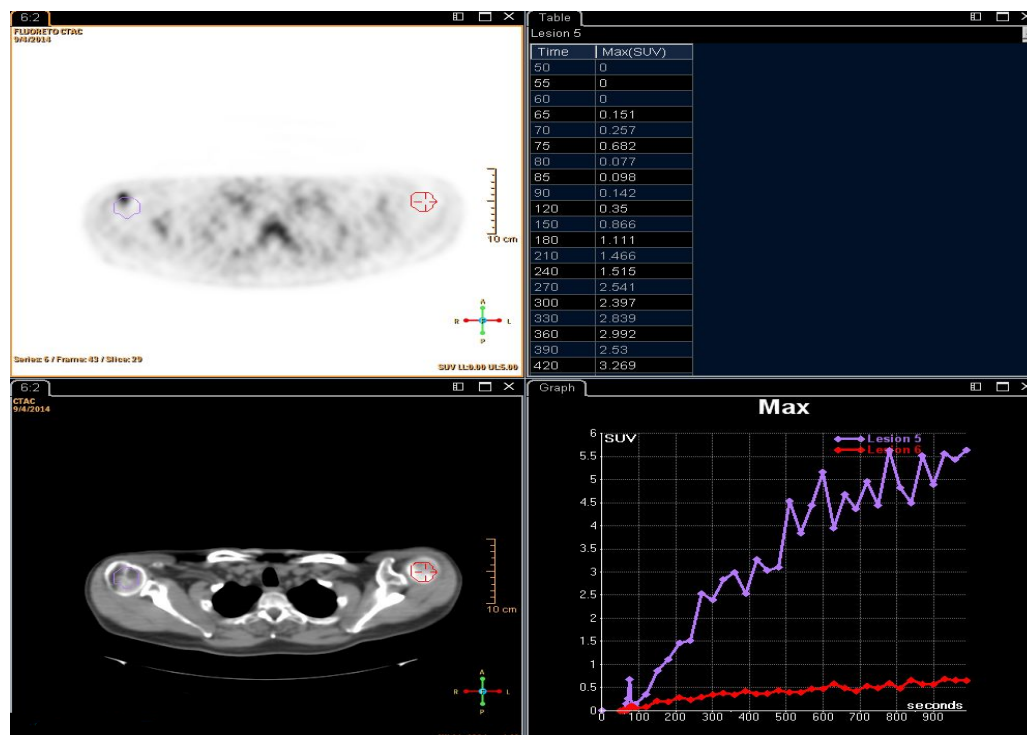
PET/CT dinâmico com NaF-¹⁸F, comparativo 1. Lesão óssea no ombro direito visualizada logo após a injeção intravenosa do NaF-¹⁸F.
